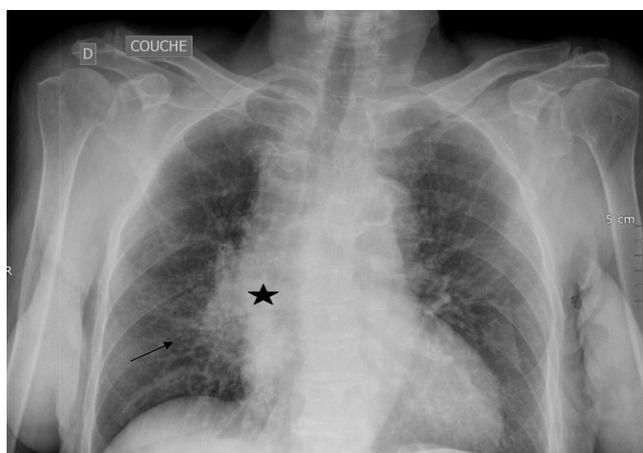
Radiographie du thorax réalisée aux urgences (flèche : syndrome interstitiel ; étoile : masse péri-hilaire).
